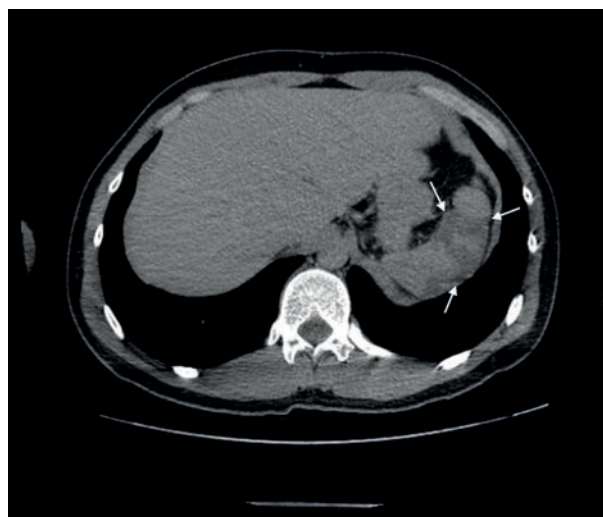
Corte axial de tomografía computarizada de abdomen con contraste endovenoso. Se reconocen áreas hipodensas en parénquima esplénico (flechas).
